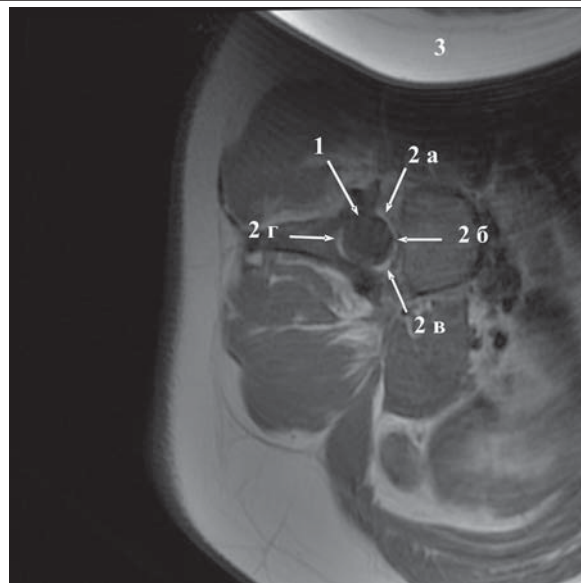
МР томография на уровне L_4 позвонка при функциональной спиральной деформации позвоночника; аксиальное T_1 взвешенное изображение:
